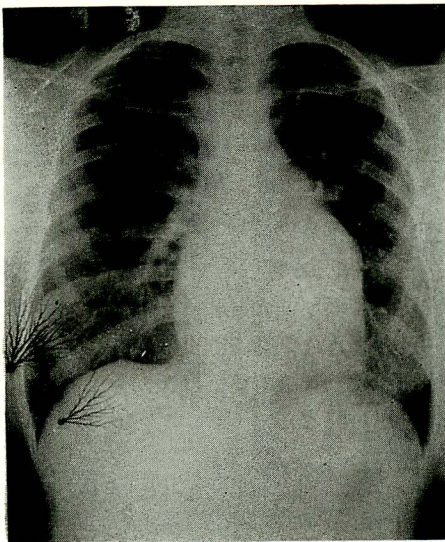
Chest X-ray on the 3rd admission.
